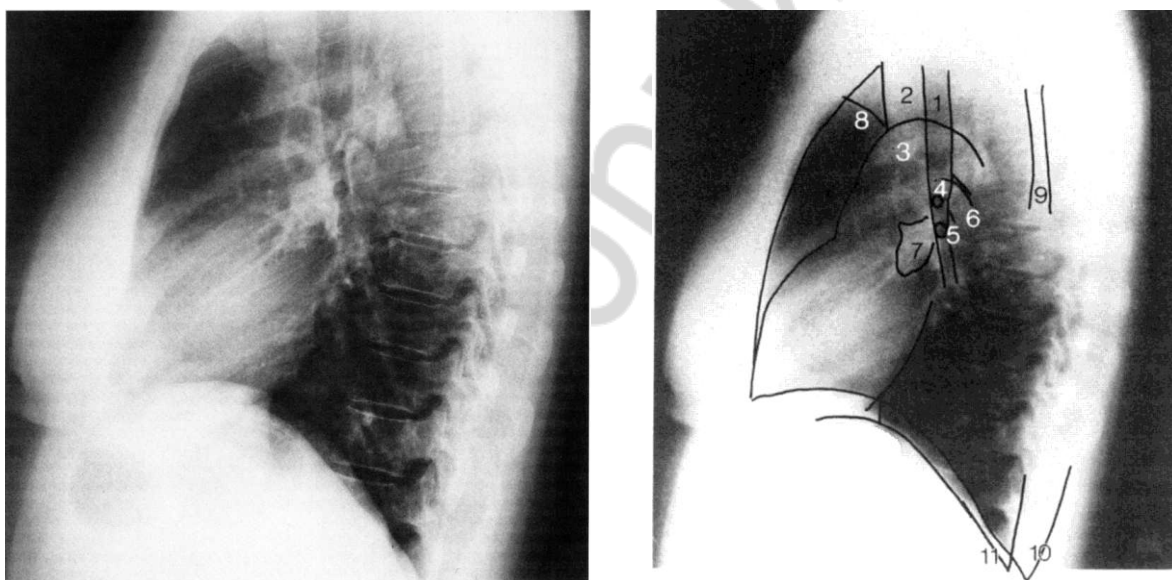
Рентгенограмма органов грудной полости в боковой проекции:
